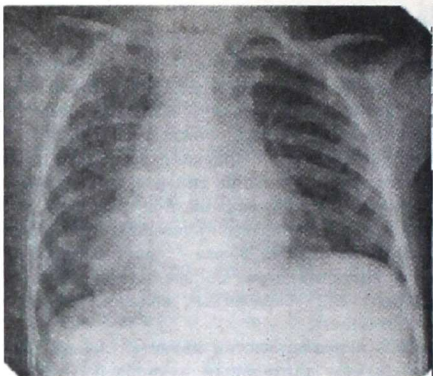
Рентгенограмма грудной клетки мальчика 2 лет, страдающего первичной легочной гипертензией
